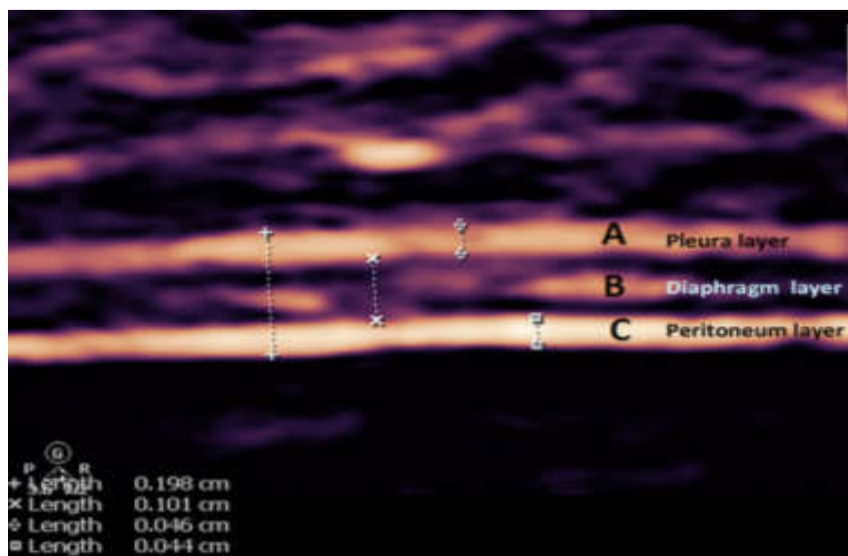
Avaliação USG da espessura diafragmática. (Fonte: Matamis D, 2013)
